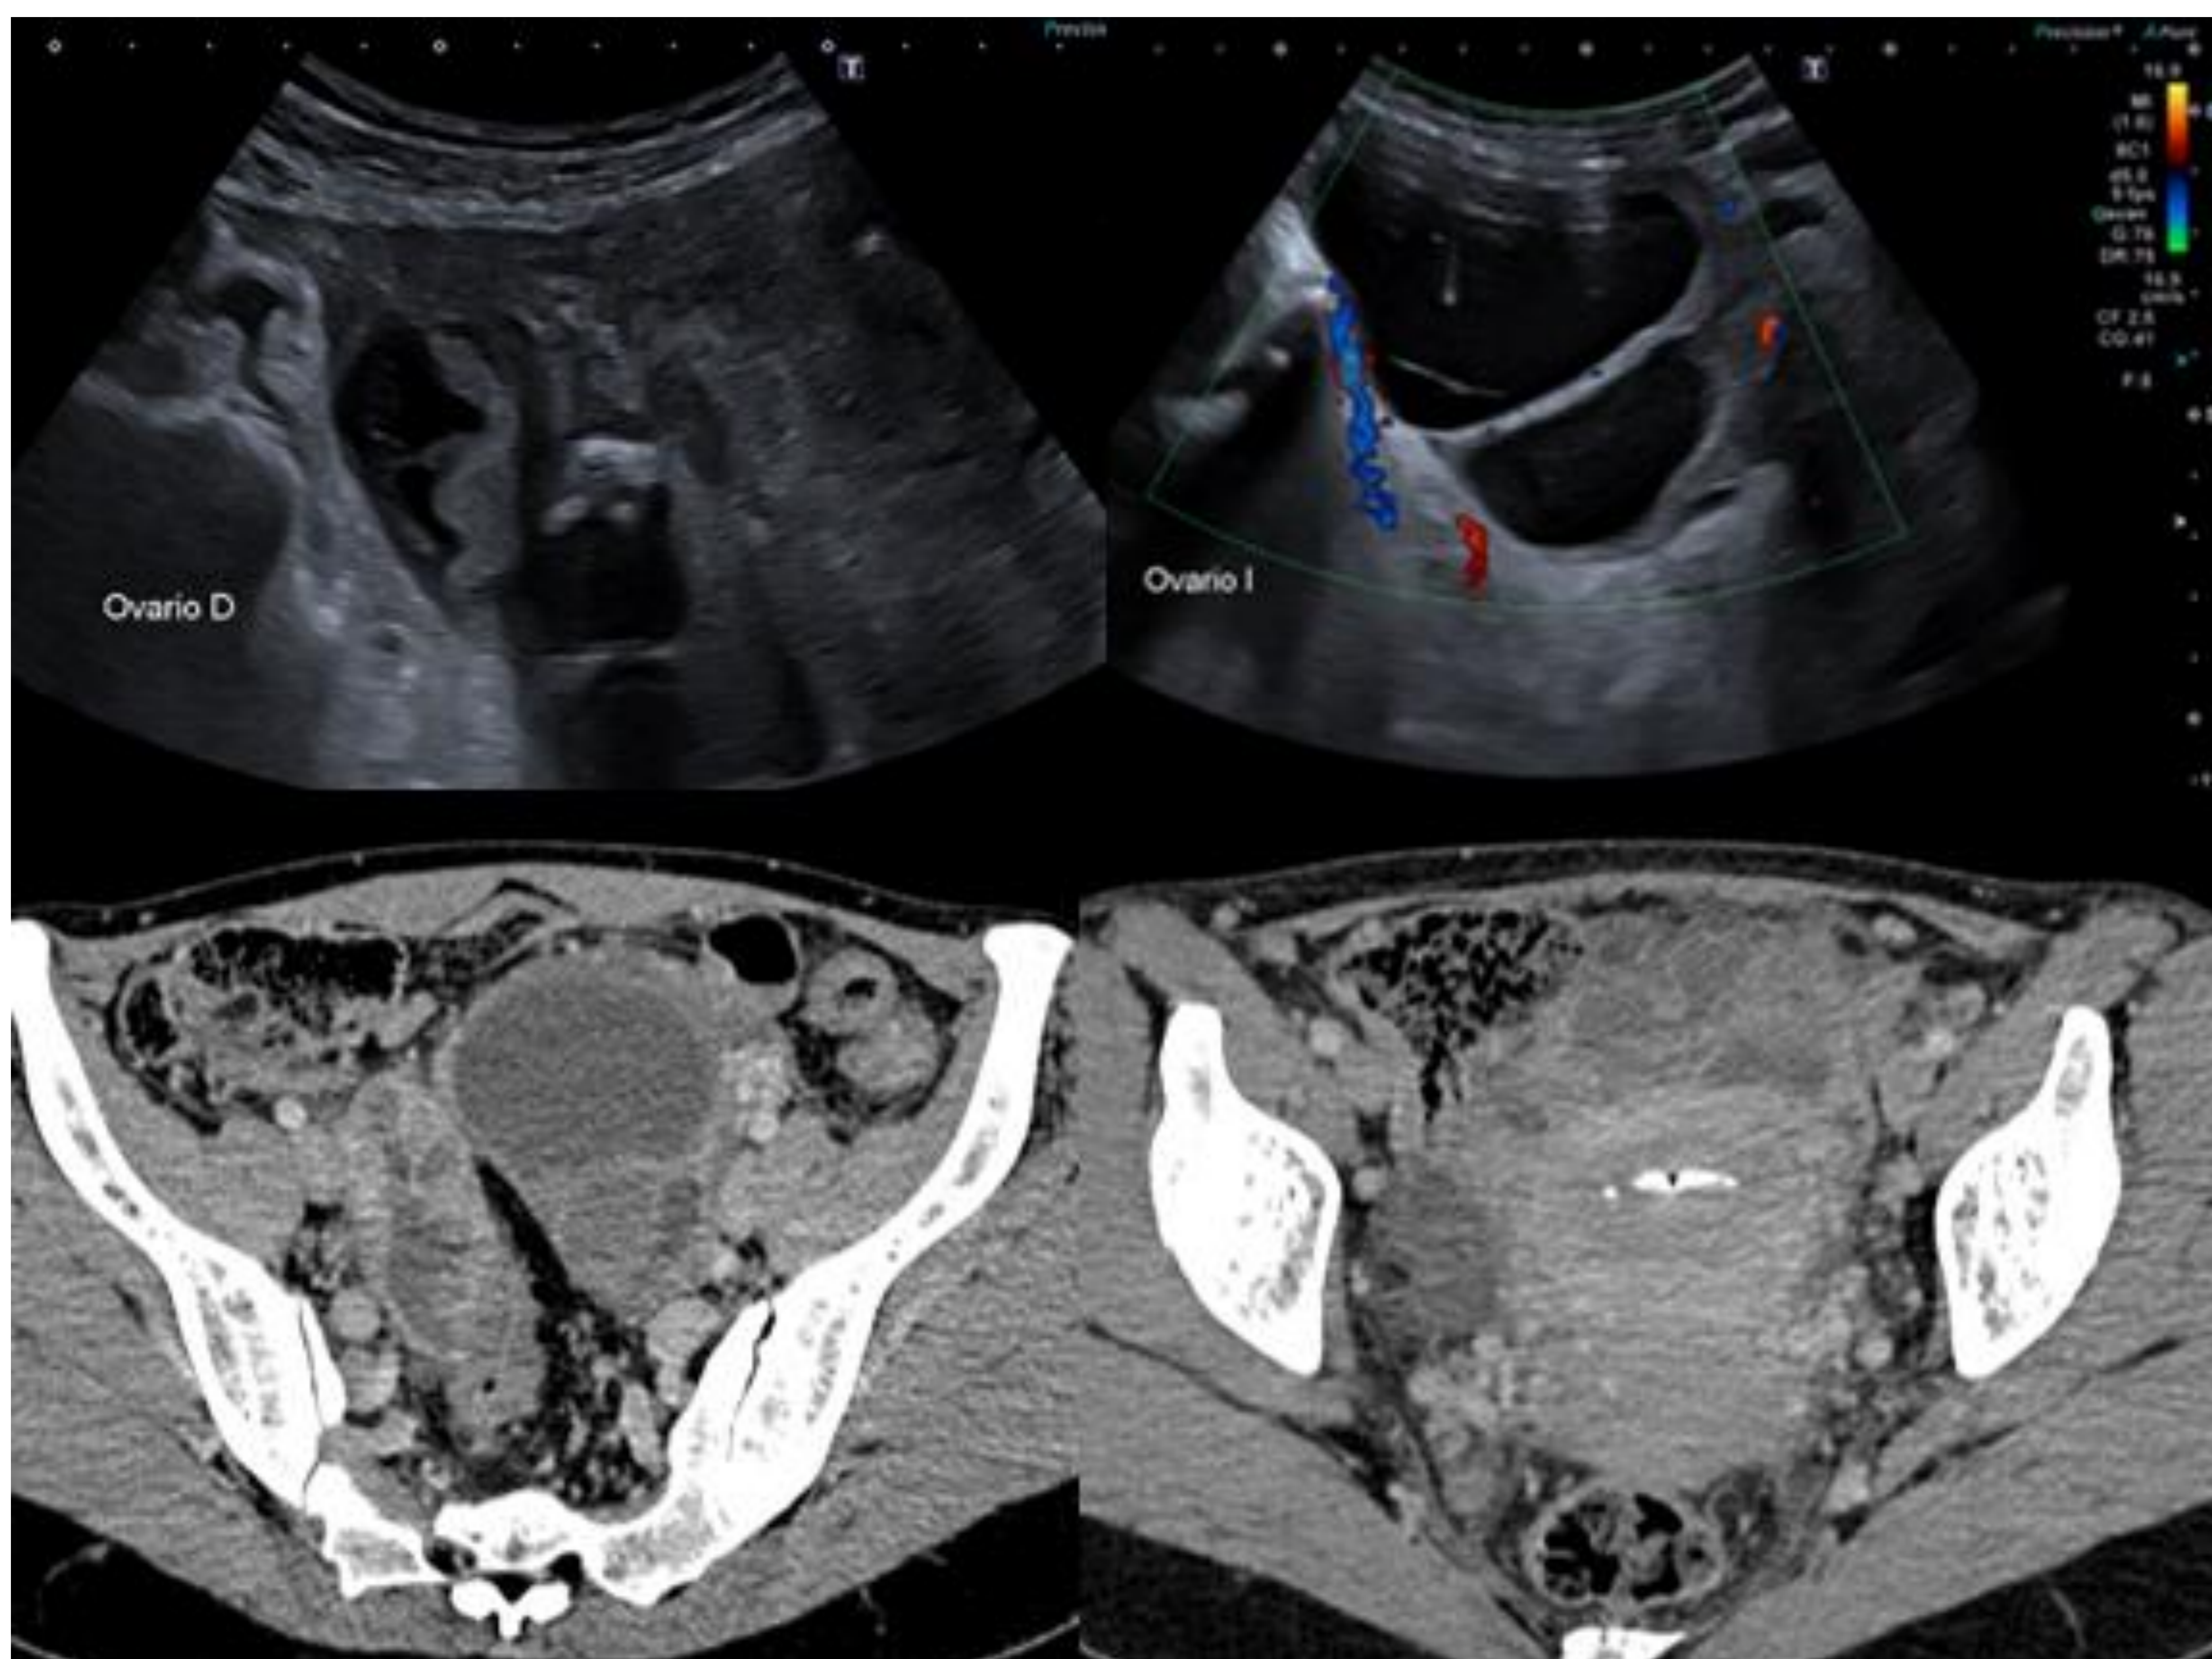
Ecografía de ambos ovarios y correlación con cortes axiales consecutivos de TC abdominopélvico con contraste IV.
